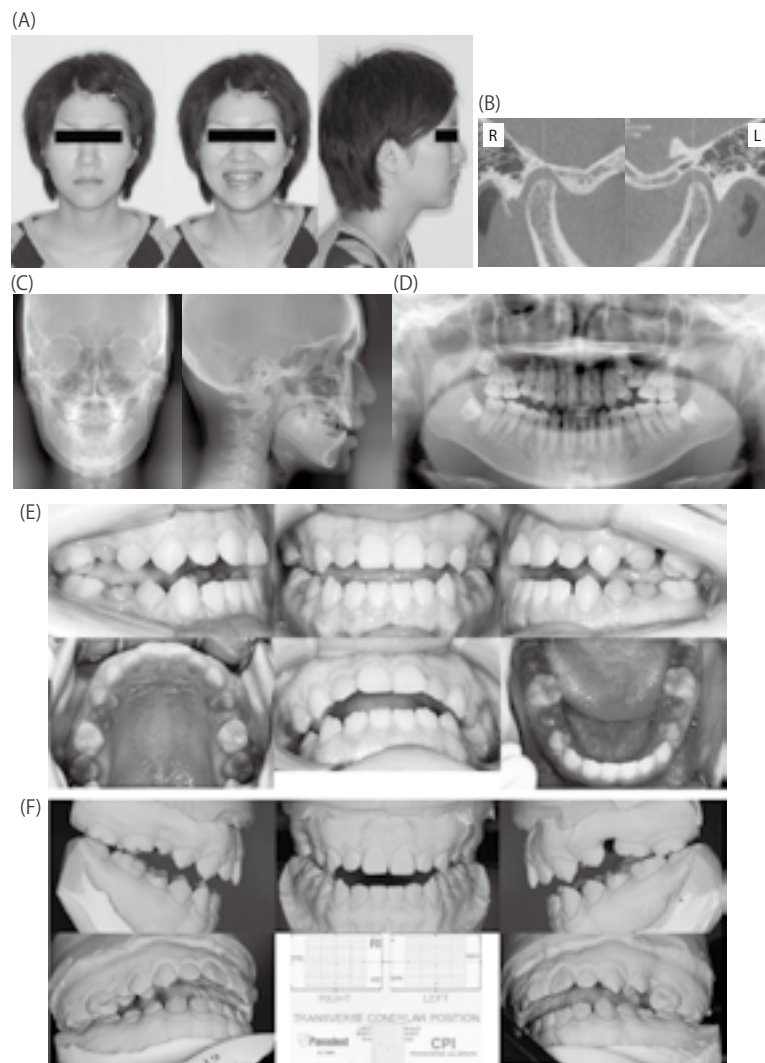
初診時に採得した診断資料 (18 歳 7 か月) (A). 顔画像; (B). 顎関節部の CT 画像; (C). 正面位および側面位セファロ画像; (D). パノラマ X 線画像; (E). 口腔画像; (F). 中心位でマウントした口腔模型ならびに CPI 画像
